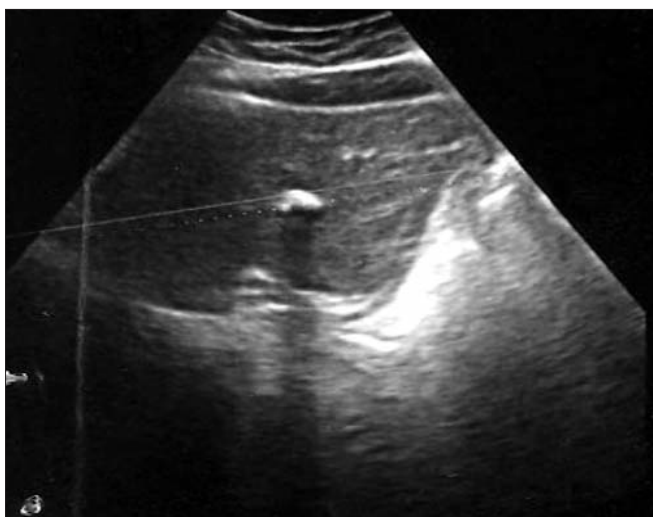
Aspect ecografic abdominal în al doilea caz
